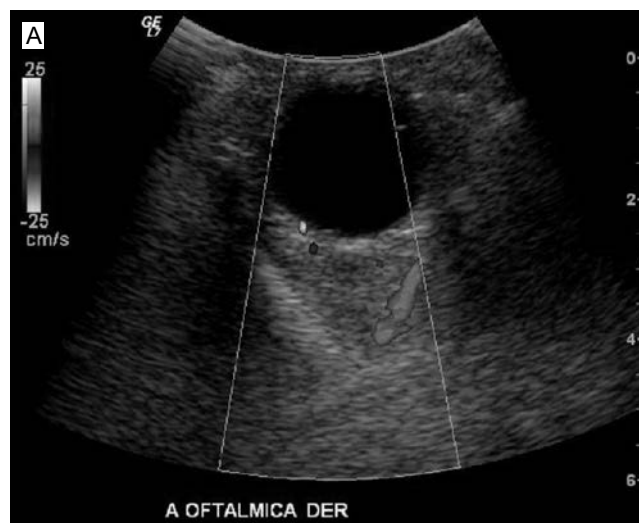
Ultrasonido orbitario: arteria oftálmica valorada en el vértice de la órbita (a). El flujo se acerca al transductor entre 10 y 15 mm por detrás del globo ocular; flujo anterógrado y espectro normal (b).
